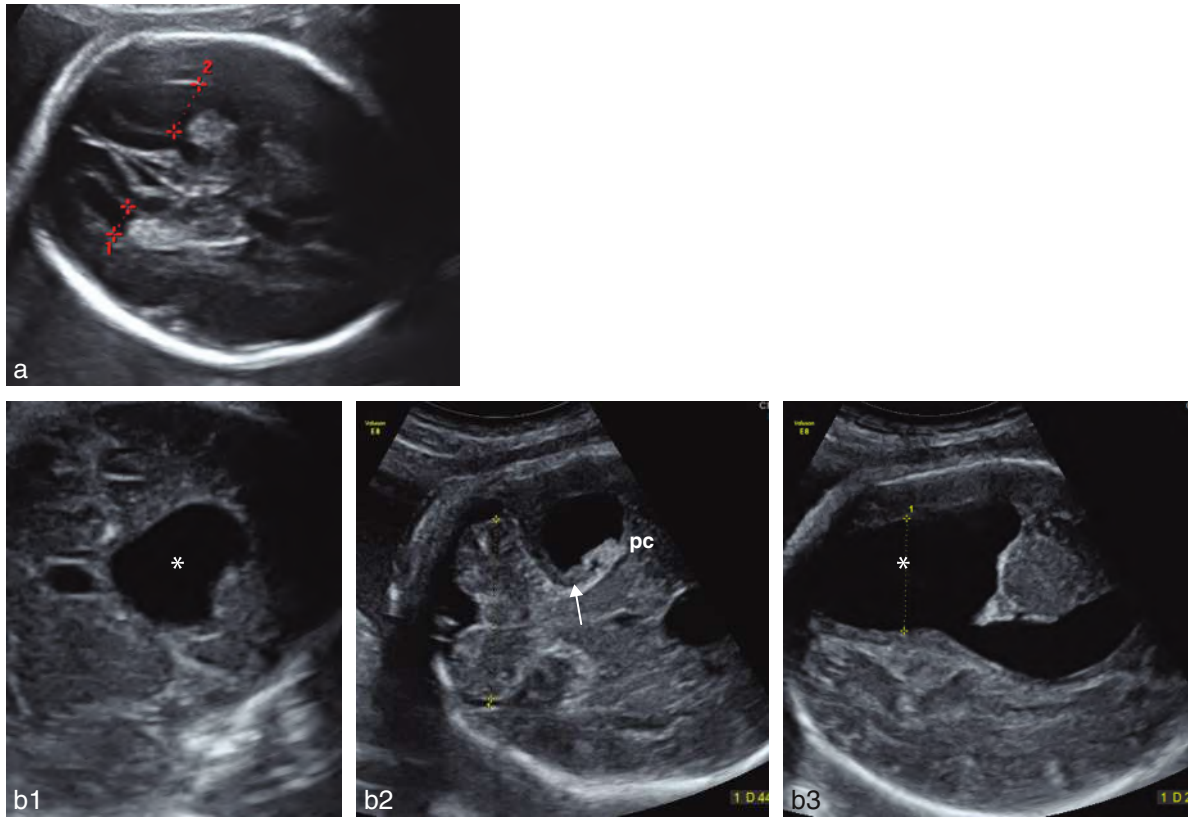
Ventriculomégalie unilatérale. a. 24 SA. Coupe transversale du pôle céphalique passant par les cornes occipitales. Le ventricule latéral droit (1) est normal, mesuré à 6,2 mm, tandis que le gauche (2) est légèrement dilaté à 10,6 mm. b. 34 SA. 1. Coupe frontale antérieure. La corne frontale gauche (*) est très dilatée et refoule légèrement la ligne médiane vers la droite. 2. Coupe transversale du pôle céphalique passant par la fosse cérébrale postérieure où le cervelet est normal. La corne occipitale gauche est large, mesurée à 25 mm et il existe dans le ventricule à côté du plexus choroïde (pc) une petite zone un peu moins dense en écho (→) qui correspond à un sédiment hémattique 3. Coupe parasagittale gauche confirmant la dilatation majeure (*) avec une paroi ventriculaire fine. L'IRM a confirmé une ventriculomégalie unilatérale sans anomalie parenchymateuse ou de la giration en rapport très probablement avec un obstacle au niveau du foramen interventriculaire gauche d'origine hémorragique.
